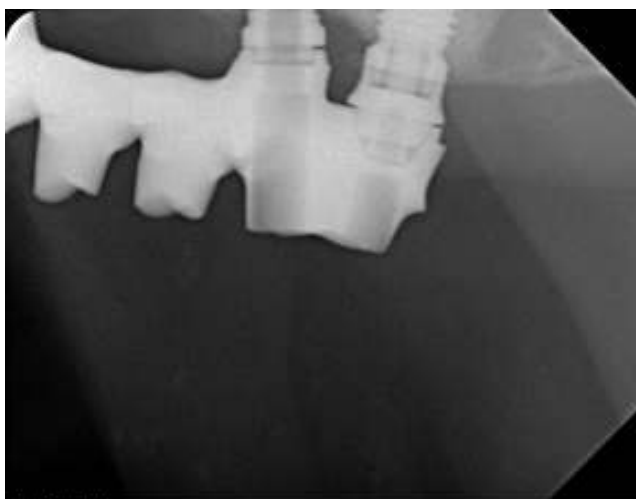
Radiografia da desadaptação da barra.
